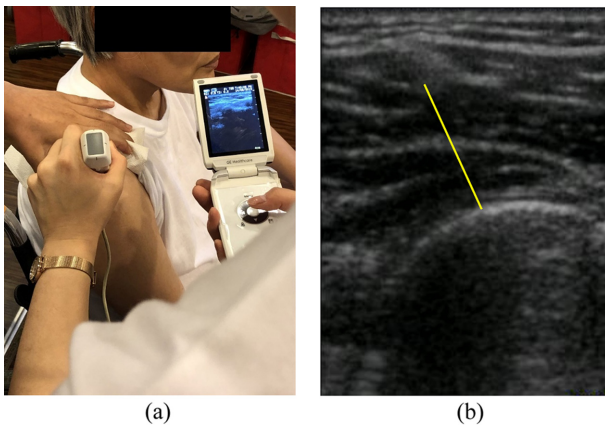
(a) 어깨관절 견봉하 공간 초음파 영상 획득, (b) 영상분석 소프트웨어를 이용한 경봉-상완골 거리(AHD) 측정
